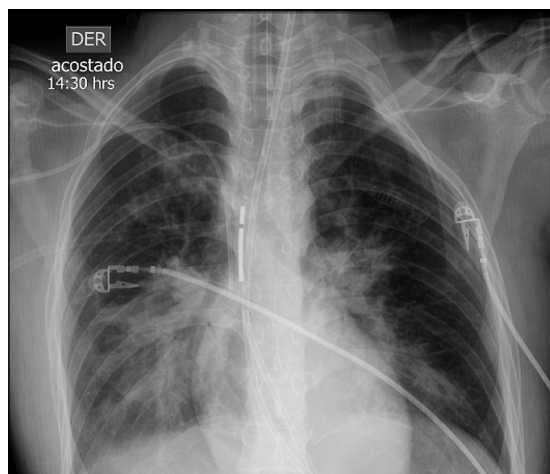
Radiografía de tórax al ingreso. Opacidades pulmonares intersticio-alveolares perihiliares bilaterales.
